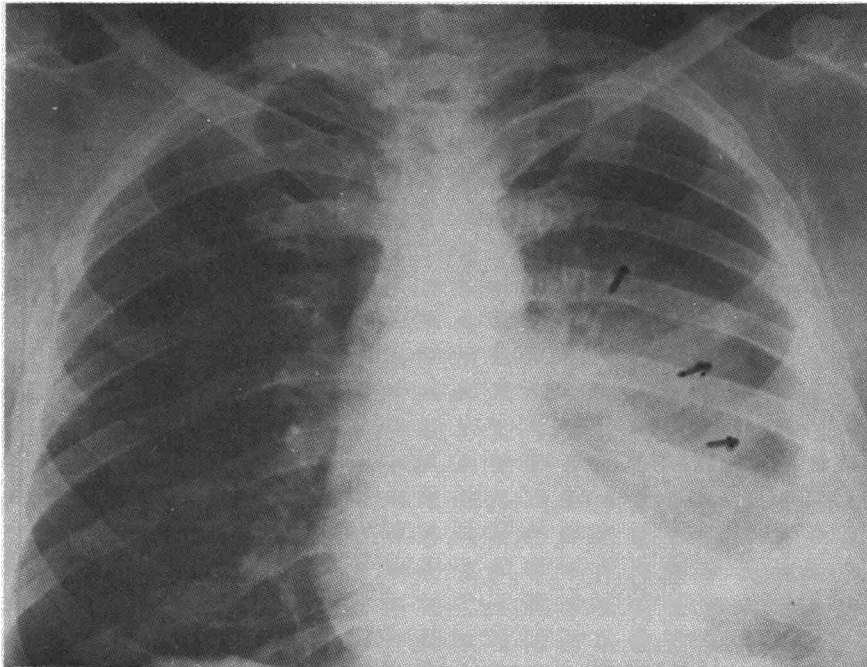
La radiografía postero-anterior muestra una opacidad tenue, homogénea, de densidad grasa, de situación parahiliar izquierda, limitada por un borde nítido y circular de convexidad externa, que no borra la silueta cardíaca. No se aprecia broncograma aéreo en su interior. El seno costodiafrágico está ocluido y se observa una imagen de ocupación de la gran cavidad pleural.
